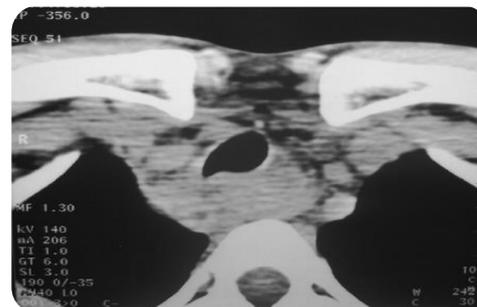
c : TDM en coupe axiale montrant l'extension de l'hématome dans la région médiastinale supérieure.^[50]
